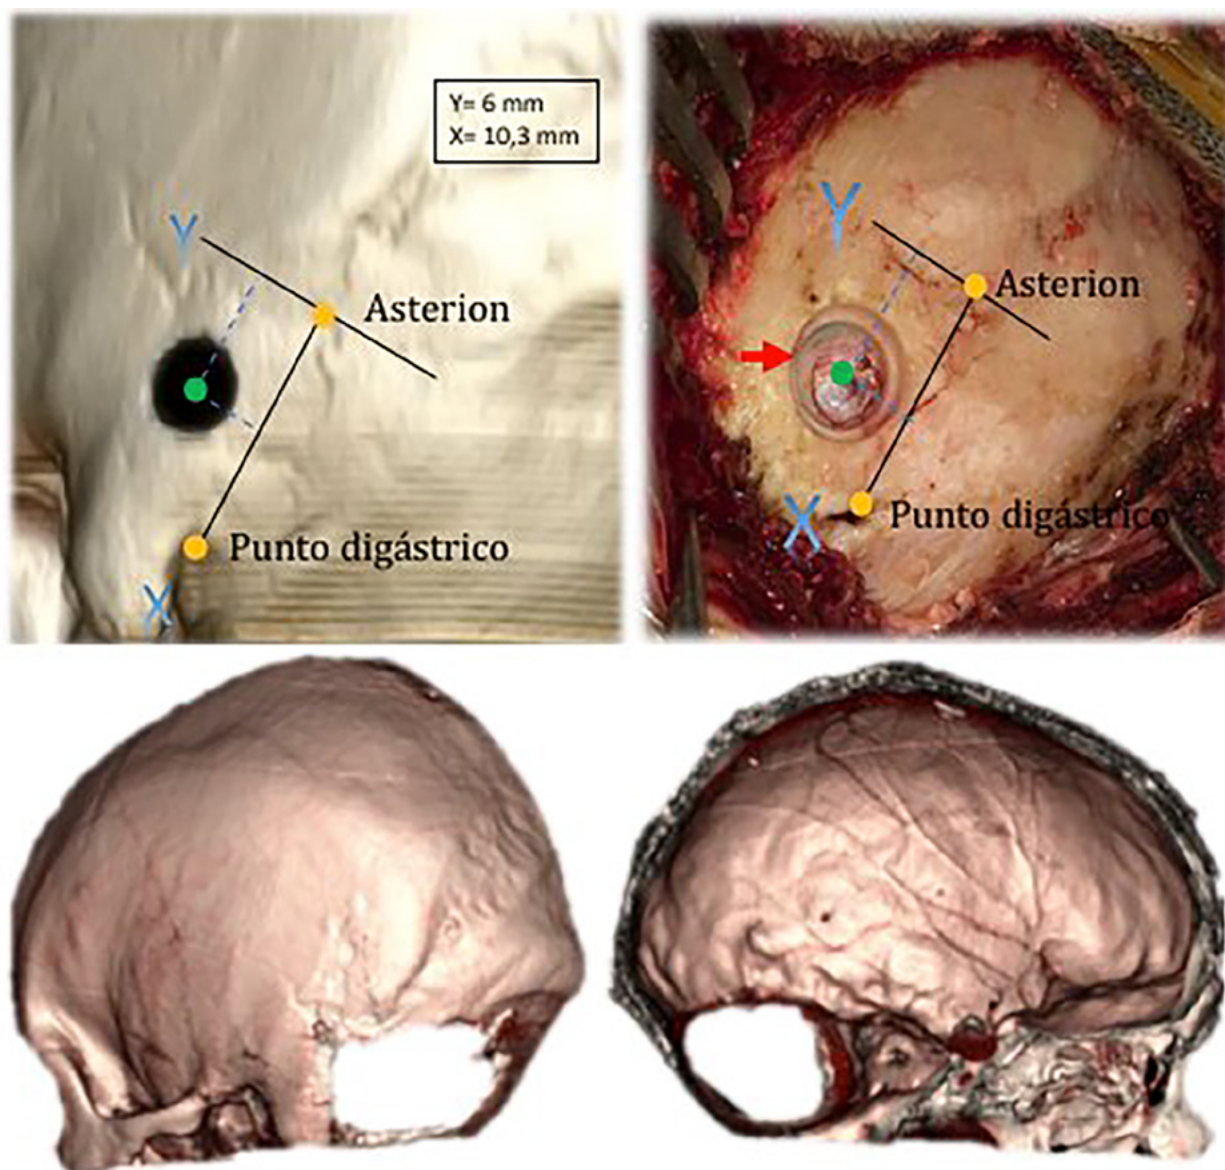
Caso ilustrativo. a) Planificación prequirúrgica en TC 3D. b) Imagen intraquirúrgica donde se evidencia proyectada la planificación realizada, se identifica en la porción superior de la trepanación la TTS (señalada por una flecha roja). c) Control postquirúrgico de craniotomía realizada, evidenciándose en el endocráneo la relación del keyhole con la TTS.
